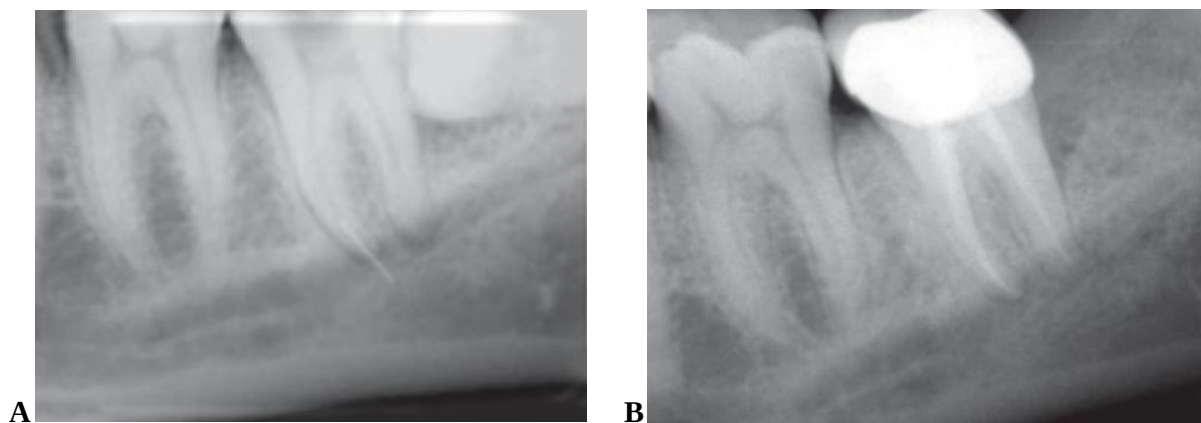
radiographie avant extraction et réimplantation (A), et contrôle à 1 an post-opératoire (B) (70)
